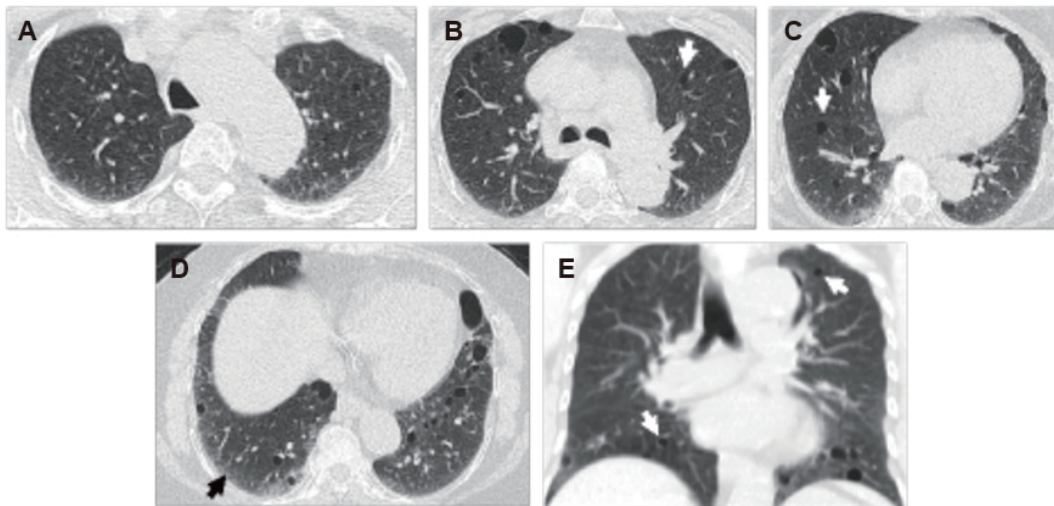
呈現non-UIP型態的高解析度電腦斷層 (HRCT) 影像:(A-C) 橫斷面影像、(D) 重組冠狀面影像。病灶主要分布於下肺葉(C), 病灶沿著支氣管分布, 並且局限於此。病灶呈現簇囊狀小氣室, 但僅限於支氣管分布範圍(C)。其他非支氣管分布範圍並未有網狀結構或是蜂窩狀結構(B), 是為支氣管擴張和細支氣管擴張現象。
